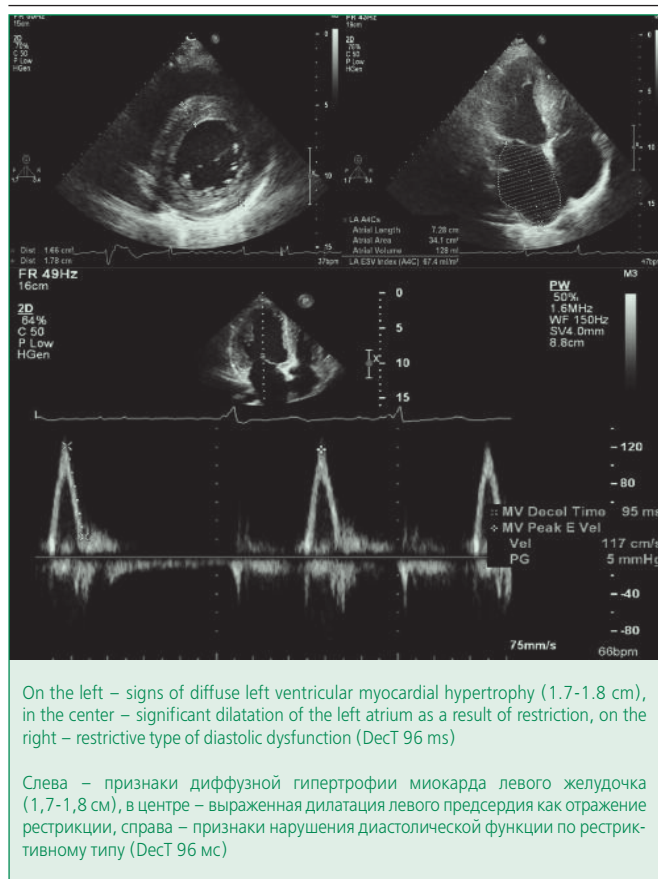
Echocardiograms of patient G., 18 years old
